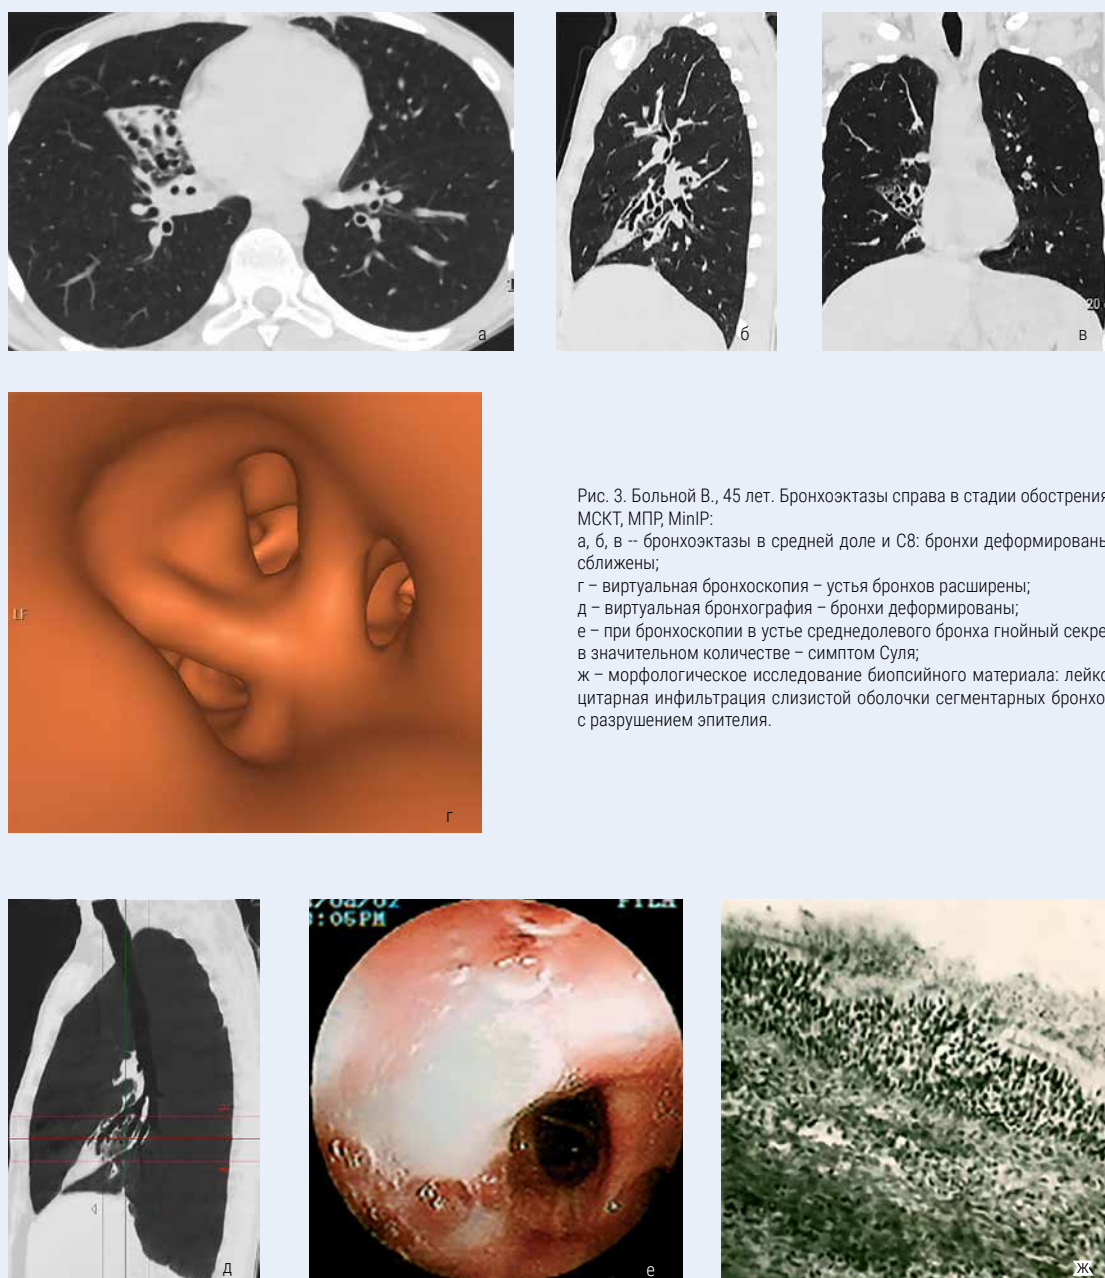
Больной В., 45 лет. Бронхоэктазы справа в стадии обострения. МСКТ, МПР, MinIP: а, б, в – бронхоэктазы в средней доле и S8: бронхи деформированы, сближены; г – виртуальная бронхоскопия – устья бронхов расширены; д – виртуальная бронхография – бронхи деформированы; е – при бронхоскопии в устье среднедолевого бронха гнойный секрет в значительном количестве – симптом Суля; ж – морфологическое исследование биопсийного материала: лейкоцитарная инфильтрация слизистой оболочки сегментарных бронхов с разрушением эпителия.
